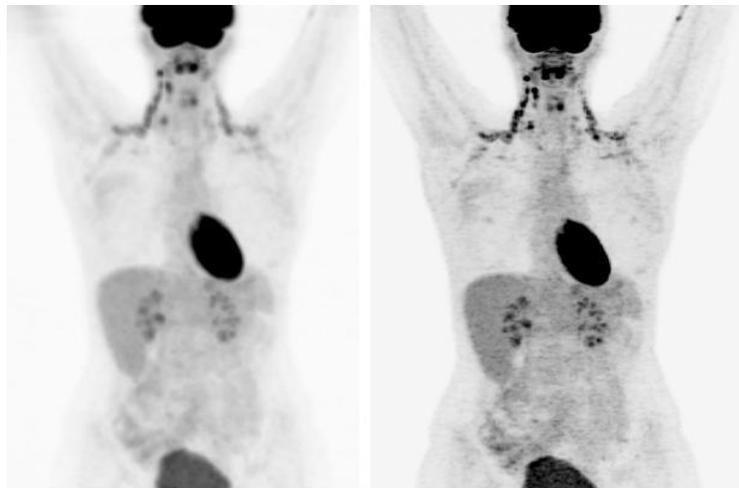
Positron emission tomography
